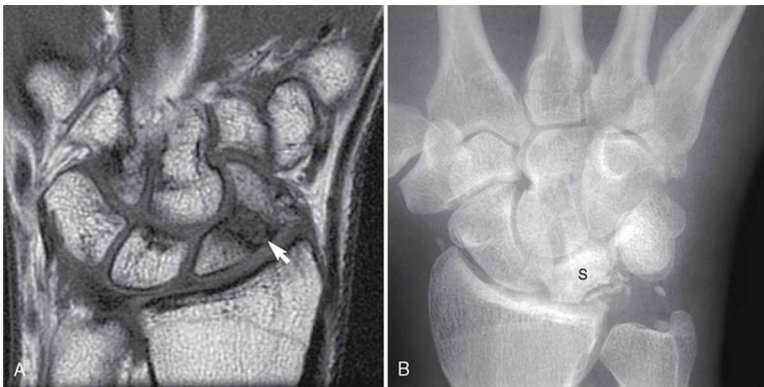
A, Um plano frontal (coronal) de uma imagem de ressonância magnética ponderada em T1 do punho de um paciente apresentando fratura do escafoide na região de sua cintura. B, Uma visualização ântero-posterior de uma radiografia do punho de um paciente com doença de Kienböck. Observe que o semilunar (S) se apresenta
